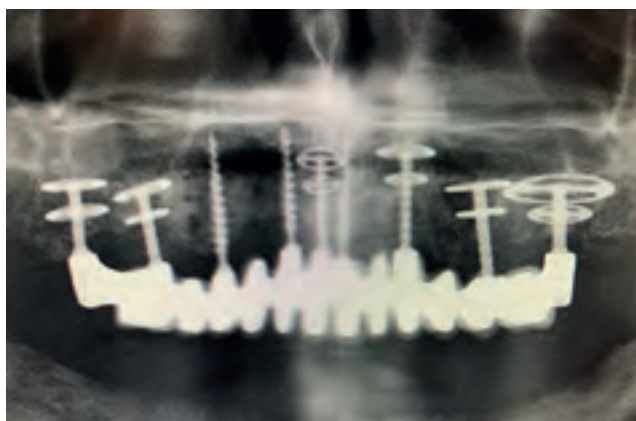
Рентгенограмма верхней челюсти (через 20 лет после операции). Кратерообразная потеря костной ткани наблюдается только вокруг имплантатов 15, 23 и 25; потери костной ткани вокруг других имплантатов не наблюдается. Латеральные базальные имплантаты были закреплены в латеральной и небной кортикальной пластинке верхней челюсти. Увеличенная панорамная рентгенограмма представлена
